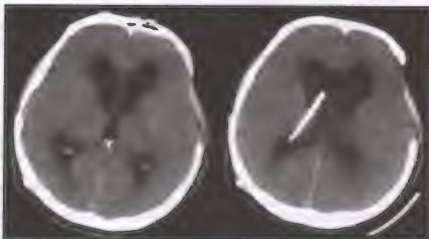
КТ больного Р-ко после операции. Регресс гидроцефалии, исчезновение перивентрикулярного отека
